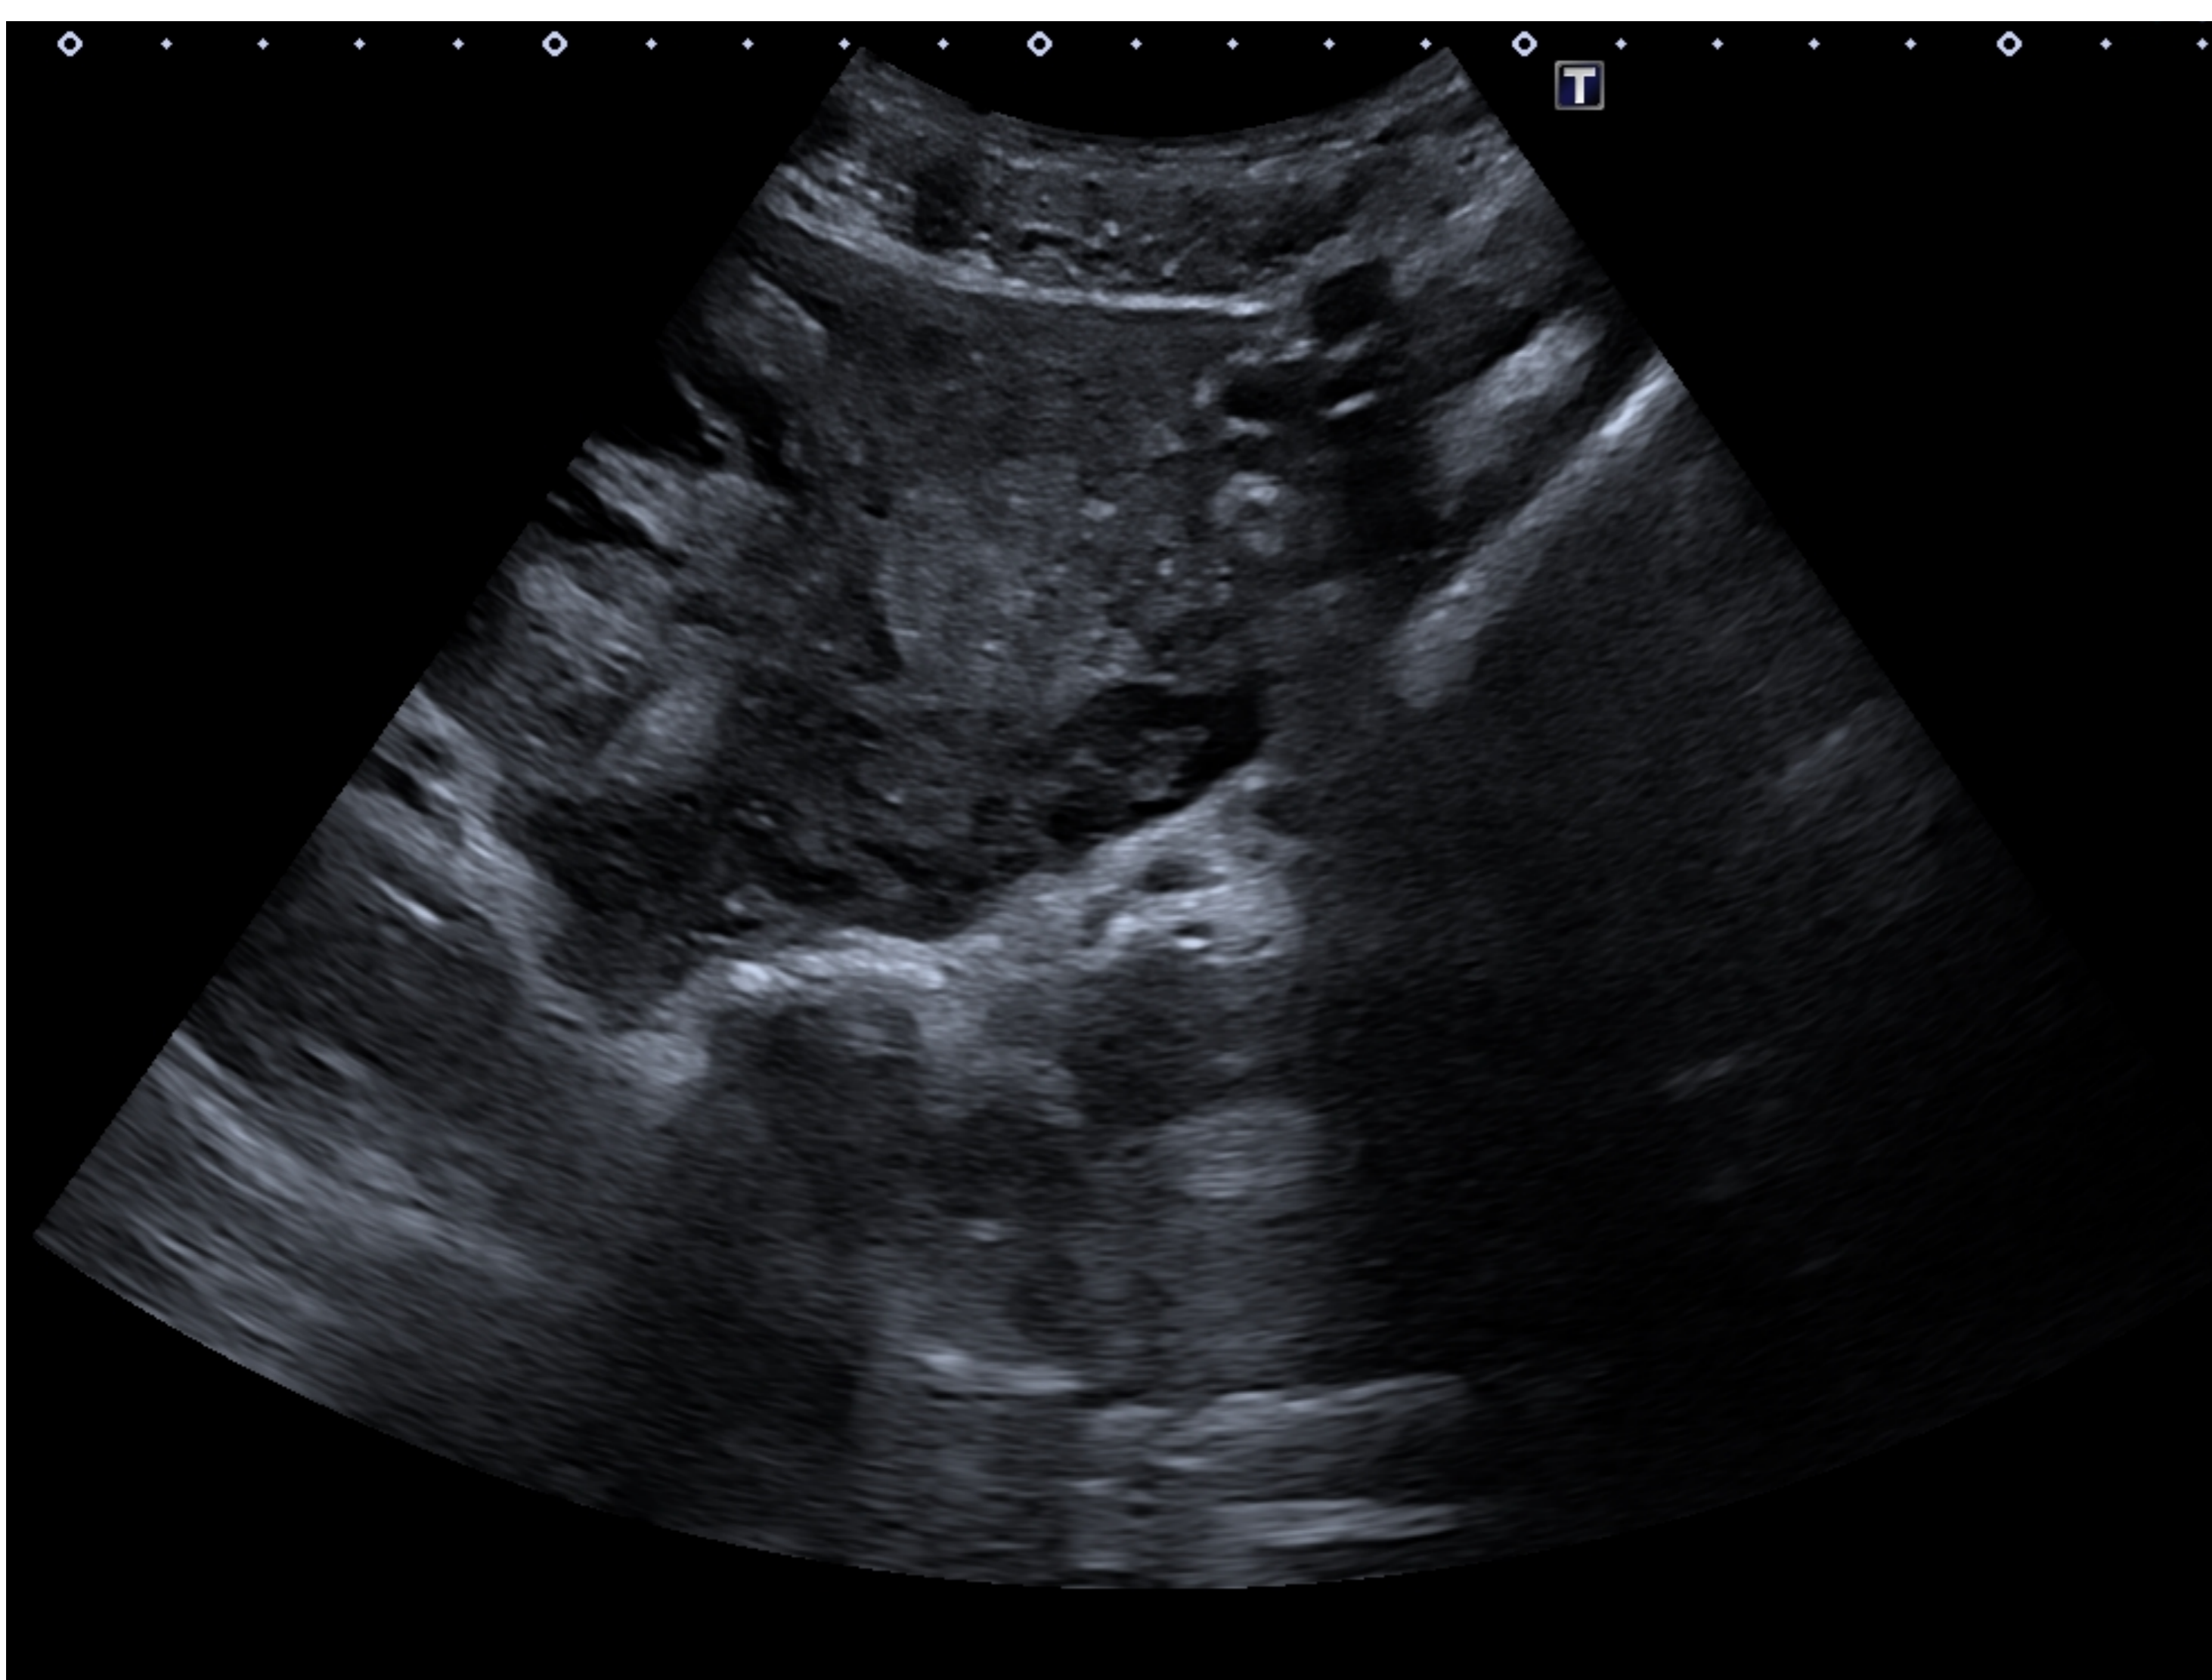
(axial) y 43 (longitudinal). Paciente que acude por sospecha de apendicitis aguda. En la ecografía el apéndice es de características normales y se objetiva abundante cantidad de líquido libre intraabdominal. Útero sin alteraciones con engrosamiento endometrial en relación con 2ª fase del ciclo hormonal (Fig. 44.). Ovario derecho mal delimitado, voluminoso, con quistes foliculares y lesión quística compleja multiseptada (círculo). Los hallazgos sugieren patología anexial derecha. Se decide completar estudio con una TC.
